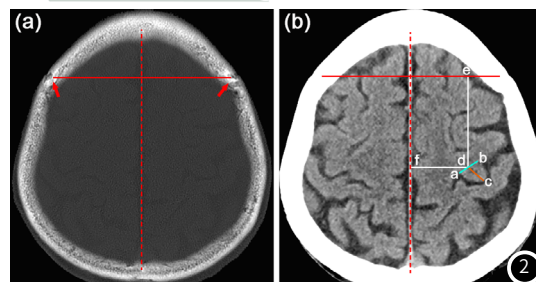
手节在CT上测量方法^[5]。(a) 颅脑CT骨窗：虚线为中线，实线为冠状缝线，箭头所示为冠状缝；(b) 颅脑CT脑窗：线同(a)图，a和b为手节的两个端点，d为ab中点，ab为手节宽度，cd为手节高度；df为手节到中线的距离；de为手节到冠状缝线的距离。
